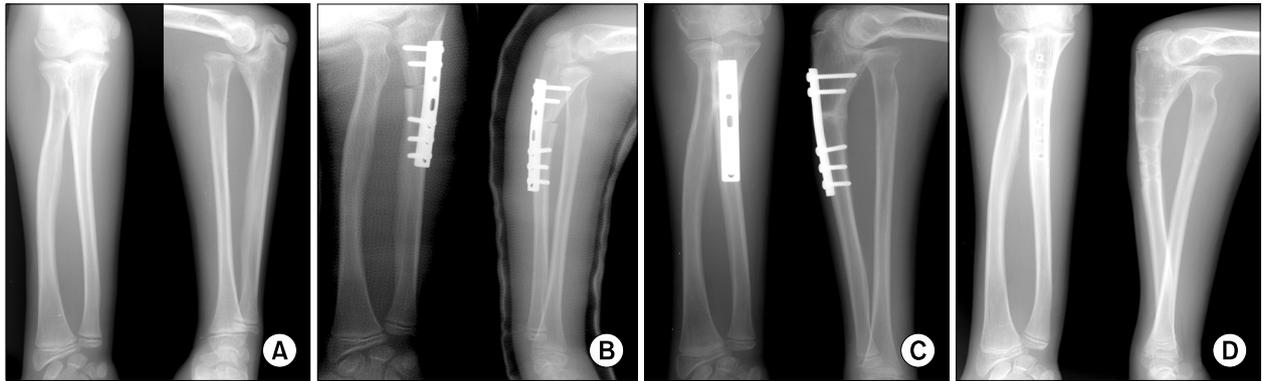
(A) Anterior and lateral radiographs of the forearm show an anterior dislocation of the radial head. (B) Open reduction of the radial head, ulnar osteotomy and annular ligament reconstruction were performed 3 months after the injury. (C) At 4 months after operation, he was fallen on elbow and then, redislocation of the radial head was detected. (D) Anterior dislocation of the radial head has persisted for 2 years after the surgery, but there has been no pain and no decrease of range of motion.
